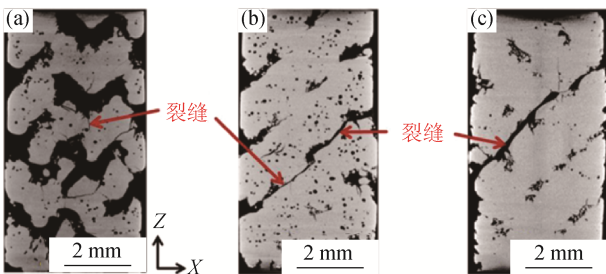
不同孔隙率的 Ti-TiB 复合材料样品经过压缩测试后的  $\mu\text{-CT}$  图像: (a) 37%; (b) 17%; (c) 10%<sup>[19]</sup>
